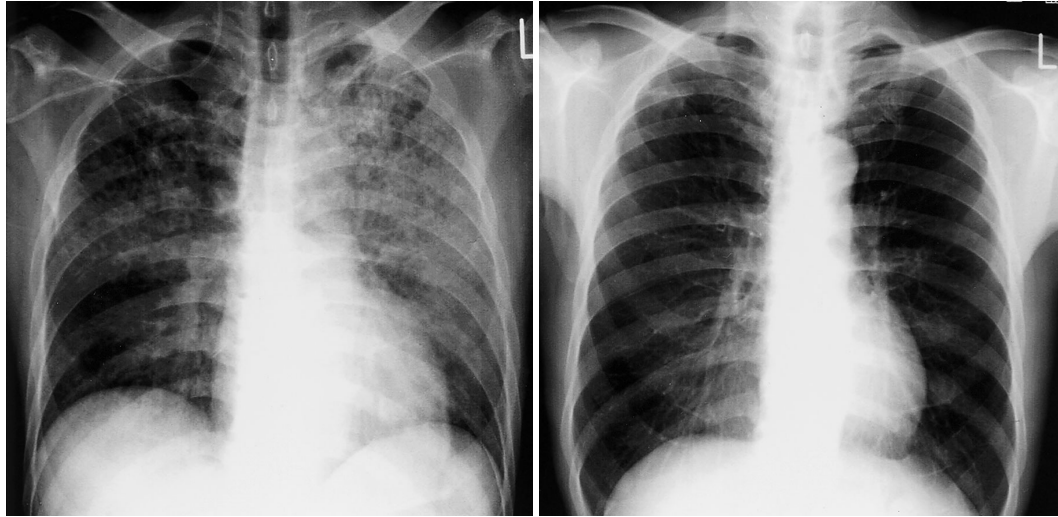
Case 1. Chest radiographs
